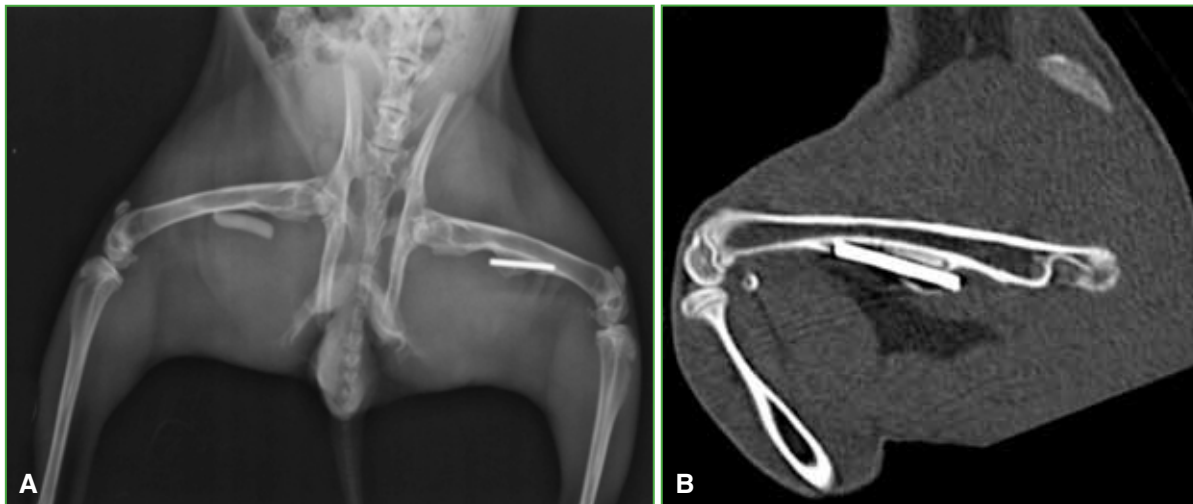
A. Radiografía de ambos fémures. Cemento más antibióticos en el fémur derecho y clavo TEN en el fémur izquierdo. B. Tomografía computarizada. Clavo TEN.
